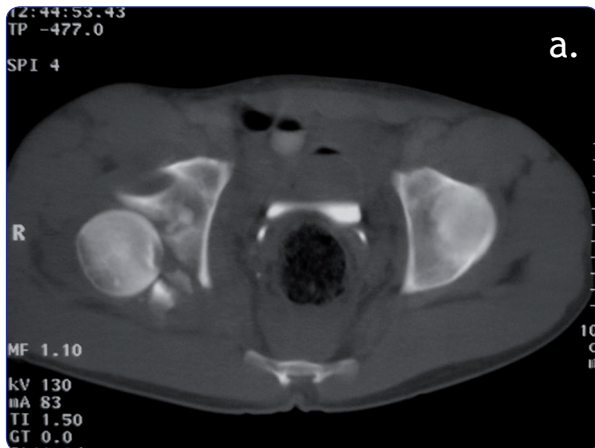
Tomografía de pelvis. a) fractura conminuta de la pared y columna posterior. b) Distingase la presencia de fragmentos óseos intraarticulares. c) Se advierte una conminución ósea con insuficiencia posterior que la convierte en inestable.
